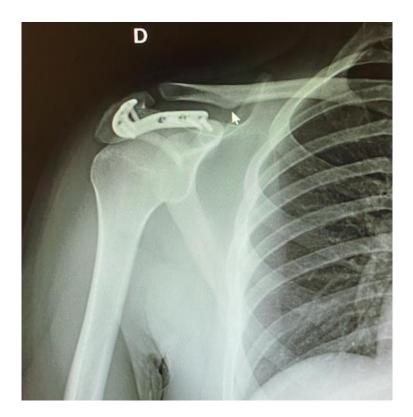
Radiografía un mes después de la cirugía
